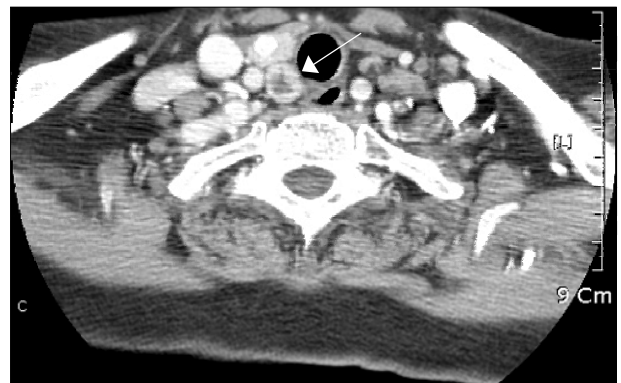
Neck CT-suspicious malignant tumor in right lower lobe inferior portion of thyroid gland (arrow). multiple lymphadenopathy in level III. s/p left lobectomy status.
